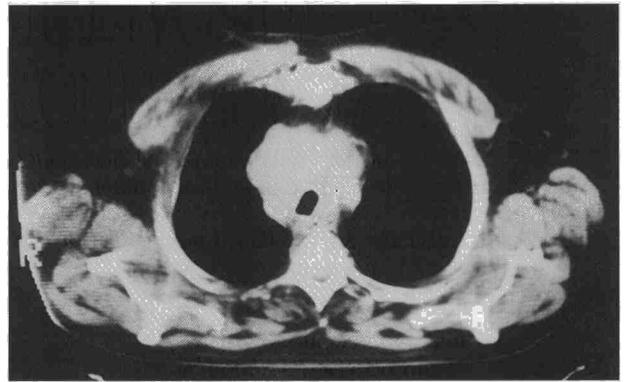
Caso 4. TAC torácica con masa mediastínica con compresión y desviación traqueal. Mediastinoscopia (120 min) con intubación nasotraqueal guiada por broncoscopia. Traqueostomía urgente en el postoperatorio. Diagnóstico: carcinoma broncogénico de células grandes. Fallecimiento por problemas de la vía aérea.
